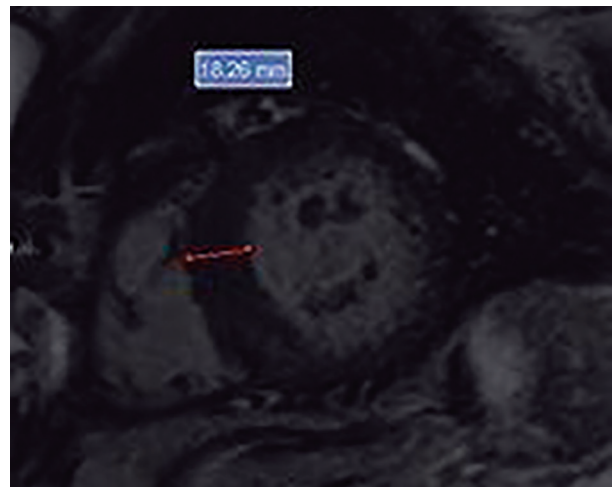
Resonancia magnética cardíaca. Se pone de manifiesto el engrosamiento a nivel septal, y se alcanza a visualizar el patrón parchado mesocárdico.
